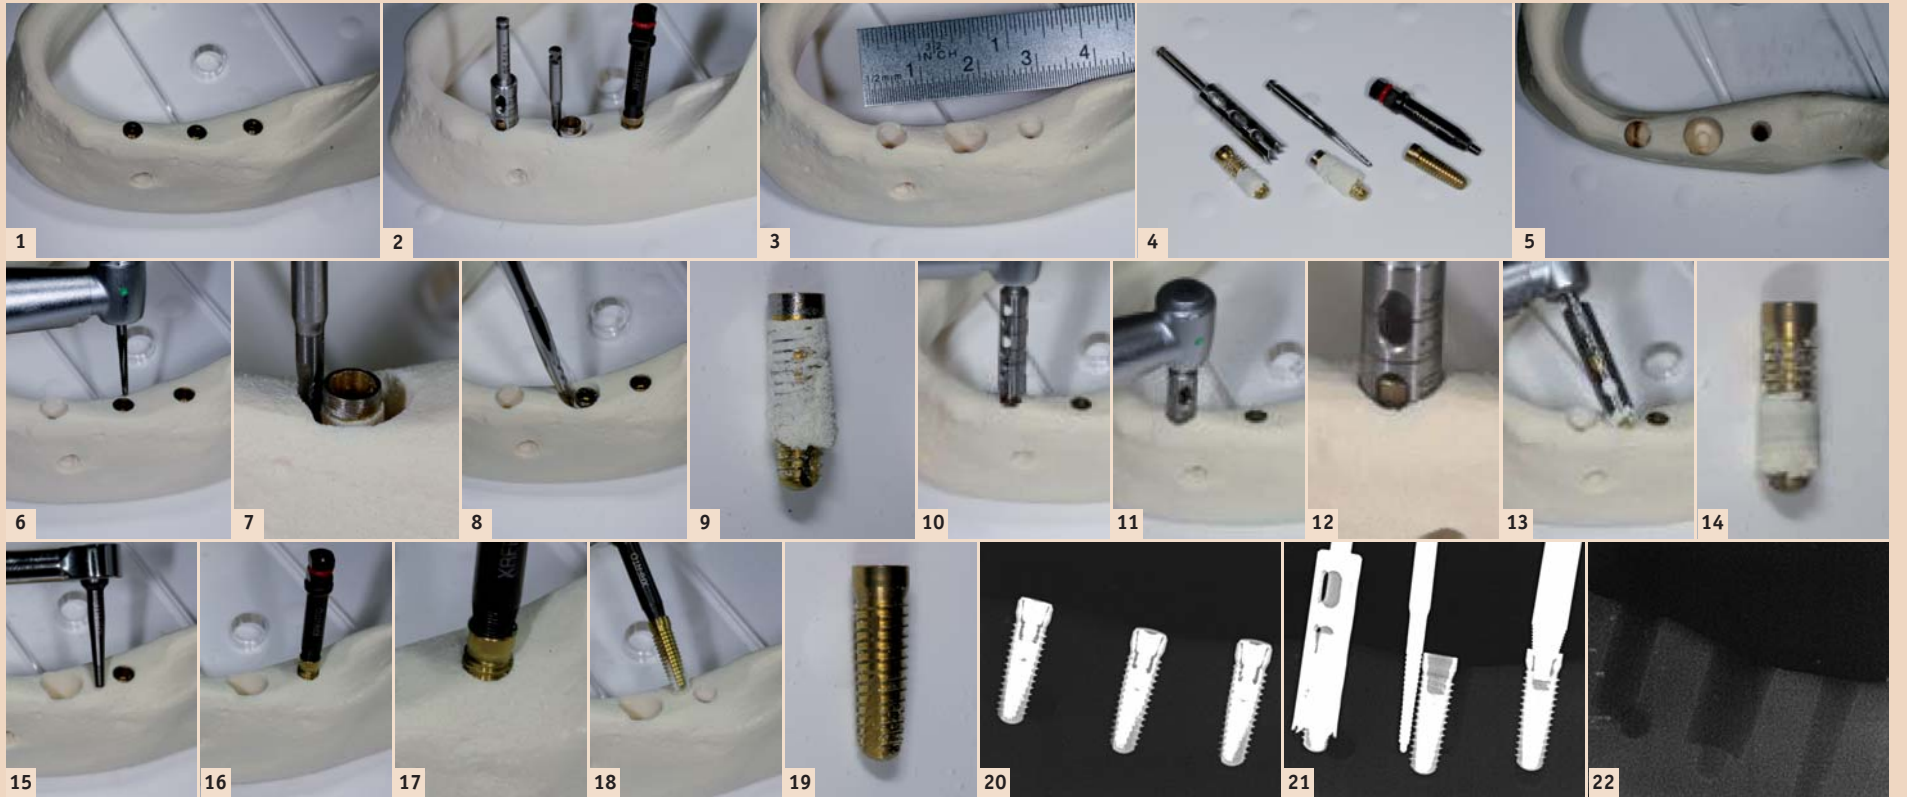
Explantationsmodell mit CAMLOG D 3,8 vor, während und nach Explantation. – Abb. 1–2: Explantation mit der Trepanfräse D 5,0 bis Länge 20 mm (Komet). – Abb. 3: Osteotomie mit der Lindemannfräse. – Abb. 4–5: Entfernung mit dem Help Kit (Dentium). – Abb. 6–9: Osteotomie des in situ befindlichen Implantats mit der Fräse nach Lindemann und dem Hebel nach Bein; ausgeprägter periimplantärer Knochenverlust und Beschädigung des Implantats. – Abb. 10–14: Implantatentfernung mit der Trepanfräse unter Tiefenkontrolle; deutlich sichtbar periimplantärer Knochen an dem Implantatgewinde. – Abb. 15–19: Ablauf der Explantation mit dem Help Kit (Dentium) durch Herausdrehen des Implantats. – Abb. 20–22: Röntgenkontrolle. – Abb. 20: In situ befindliche Implantate CAMLOG 3,8 x 13 mm. – Abb. 21: Explantation der Implantate mit (v.l.n.r.) Trepanfräse 5 mm, Lindemannfräse und Ausdrehinstrument Help Kit (Dentium). – Abb. 22: Kontrolle nach Explantation mit Knochendefekten (v.l.n.r.) D 5 mm, D 8,5 mm und D 3,8 mm.
